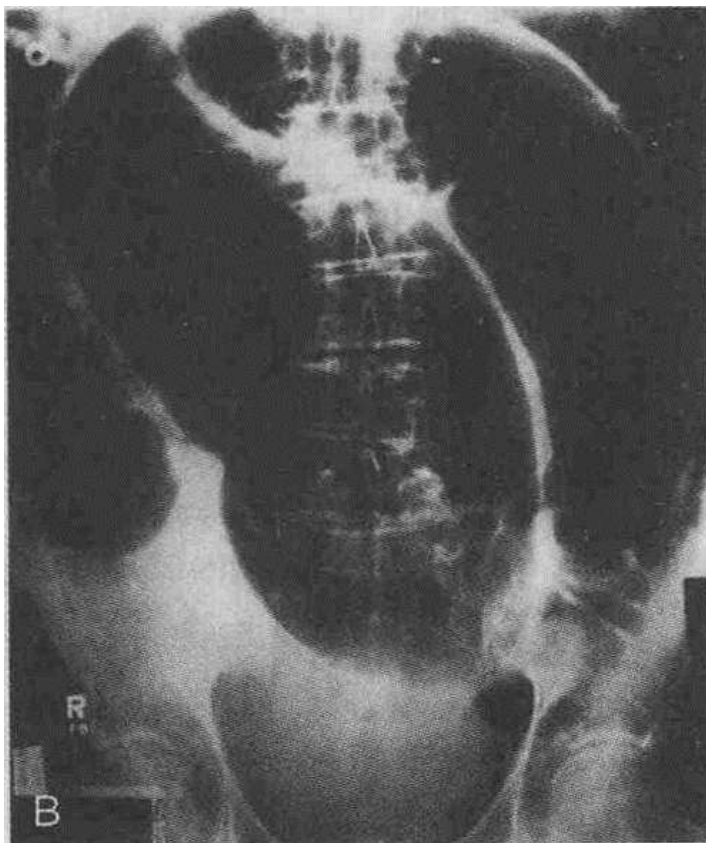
Оглядова рентгенограма ОЧП в прямій передній проекції: заворот сигмовидної кишки. На рентгенограмі візуалізується її дислокація та балоноподібне розширення.
